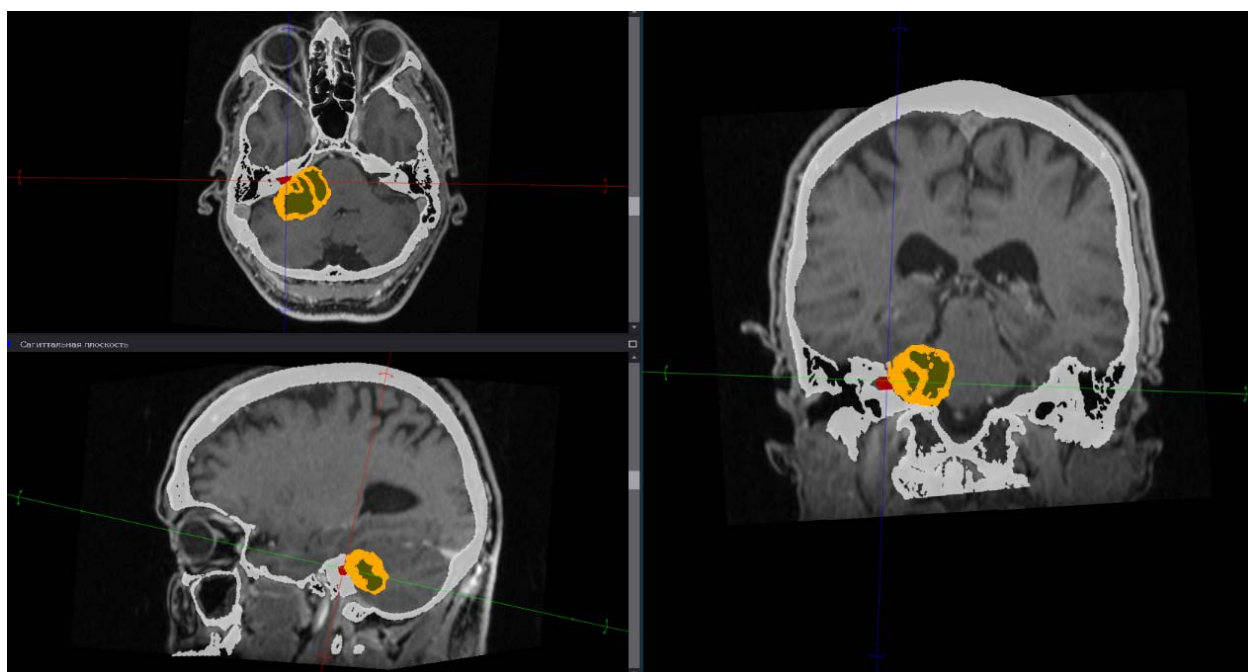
В режиме MPR и 3D реконструкции после объединения МРТ и СКТ DICOM файлов пациента инструментом «сегментация» и послойного нанесения «маски» производился расчет объема КНСН (красный цвет – интраканальный компонент, оливковый – кистозный компонент, оранжевый – интракраниальный солидный компонент)
